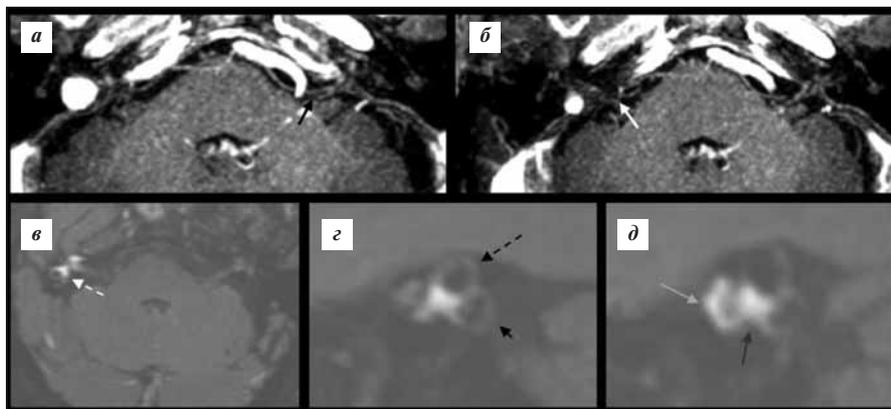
МРТ головного мозга и структур внутреннего уха пациента К. с контрастированием. Постконтрастные T1-ВИ через 10 мин после внутривенного введения контрастного препарата: а — левая лабиринтная артерия визуализируется как ветвь левой передней нижней мозжечковой артерии без изменения МР-сигнала от просвета (черная стрелка); б — отсутствует контрастирование правой лабиринтной артерии в начальных отделах, что свидетельствует о нарушении кровотока (белая стрелка). В режиме 3D-FLAIR через 4 ч после внутривенного контрастирования определяется накопление контрастного вещества структурами внутреннего уха справа: в — горизонтальный полукружный канал (белая пунктирная стрелка); г — передний полукружный канал (черная пунктирная стрелка), задний полукружный канал (черная головка стрелки); д — улитка (светло-серая стрелка), преддверие (темно-серая стрелка)
